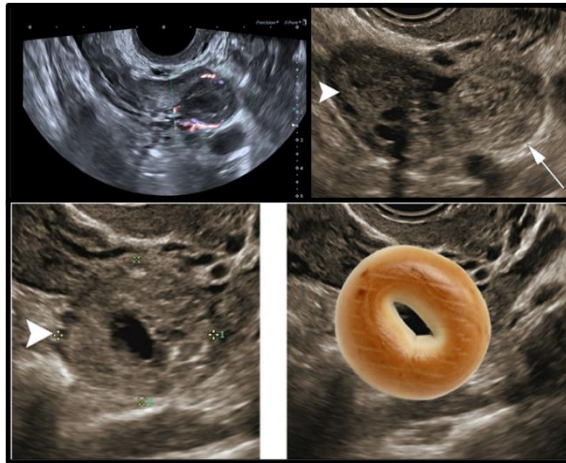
Imágenes ecográficas representativas de gestación ectópica tubárica. En los dos superiores, se observa una masa anexial extraovárica con captación Doppler en anillo. Las dos imágenes inferiores ejemplifican el signo del bagel. [V. Zarebski, Embarazo ectópico. Sociedad Argentina de Ultrasonografía en Medicina y Biología. <https://www.saumb.org.ar/adiag/d/39> ; D. Lima et al. The bagel and blob signs in tubal ectopic pregnancy. Radiology Case Reports,2021. 16 (7); 1851-1853]
